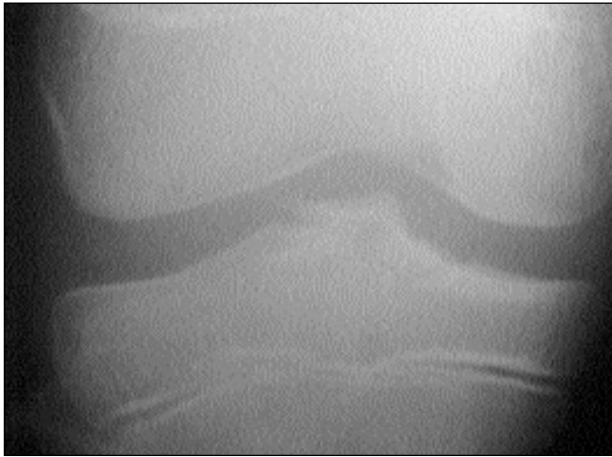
Radiografía de frente post-reducción
